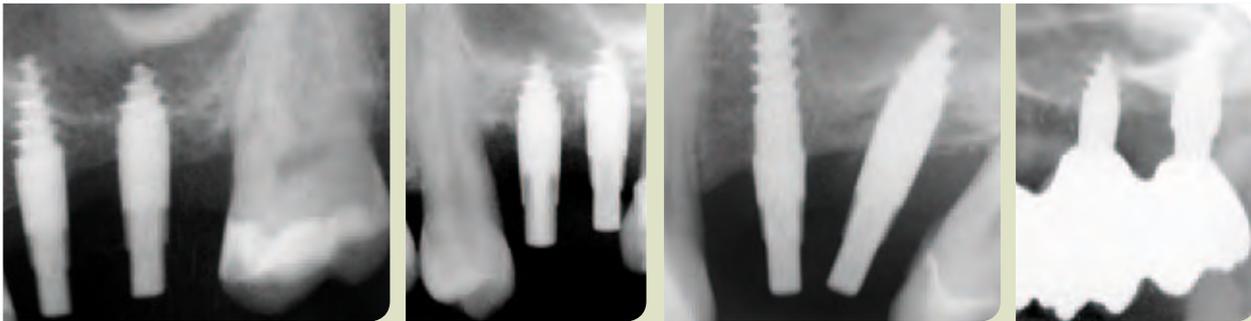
Röntgenologische Kontrollen von 6 und 8 mm langen Champions®, teilweise nach indirektem Sinuslift und nach Überführung in die sekundäre Osseointegrations-Stabilitätsphase (SOS) acht Wochen post OP.
